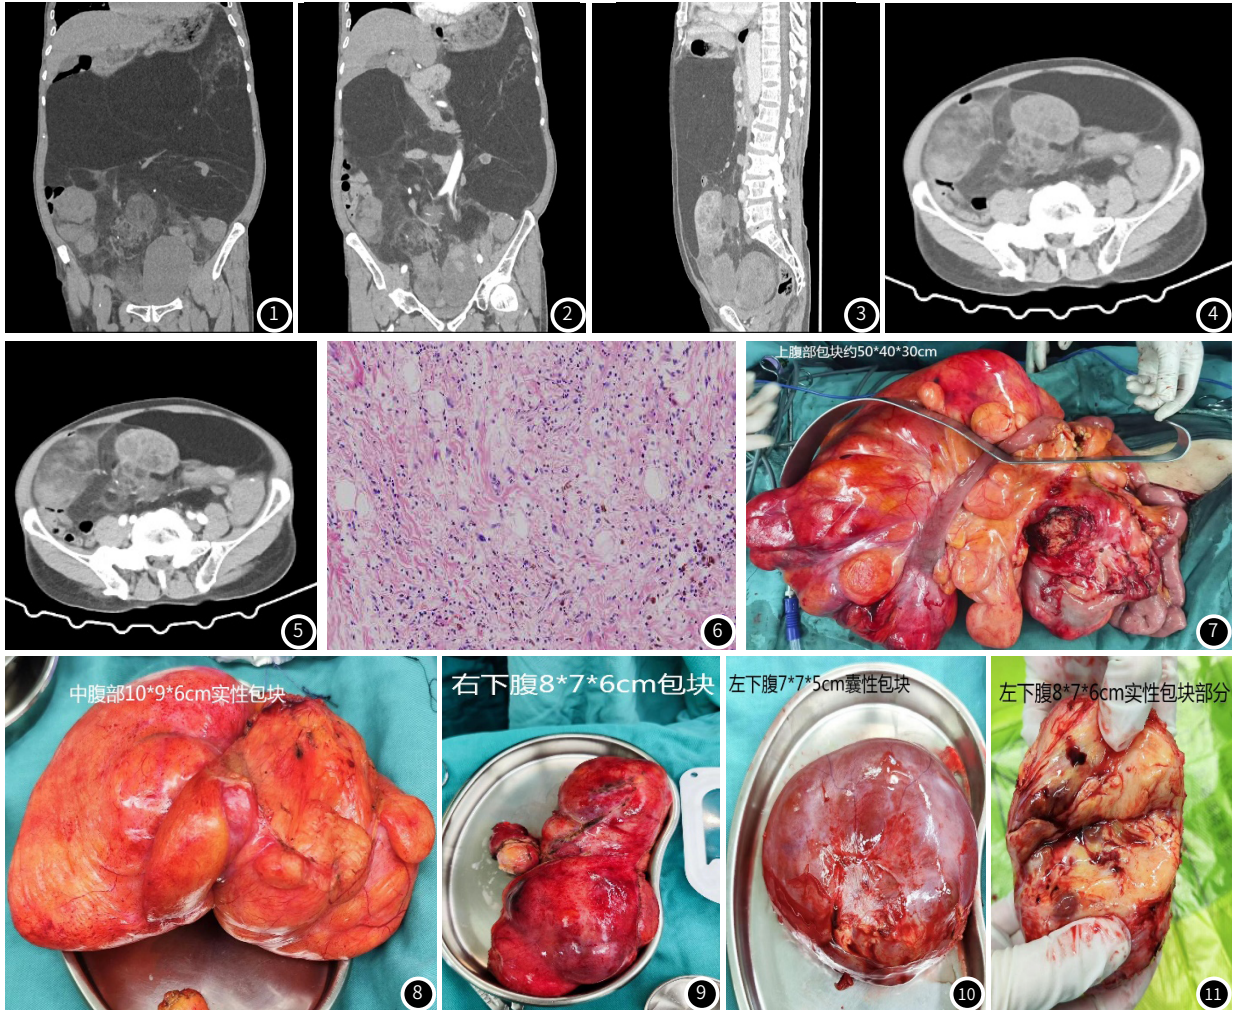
~图5 CT检查示腹腔巨大占位, 中上腹以脂肪密度为主, 下腹部及盆腔见软组织肿块及囊实性肿块, 相应腹部脏器受推挤, 脏器后下腹部及盆腔占位实性成分明显强化。图6 瘤细胞排列疏松, 局部密集排列, 细胞多形性明显, 见小花样多核巨细胞, 见较多淋巴细胞浸润, 间质可见较多胶原纤维。图7~图11 为术后切除病变的大体。
